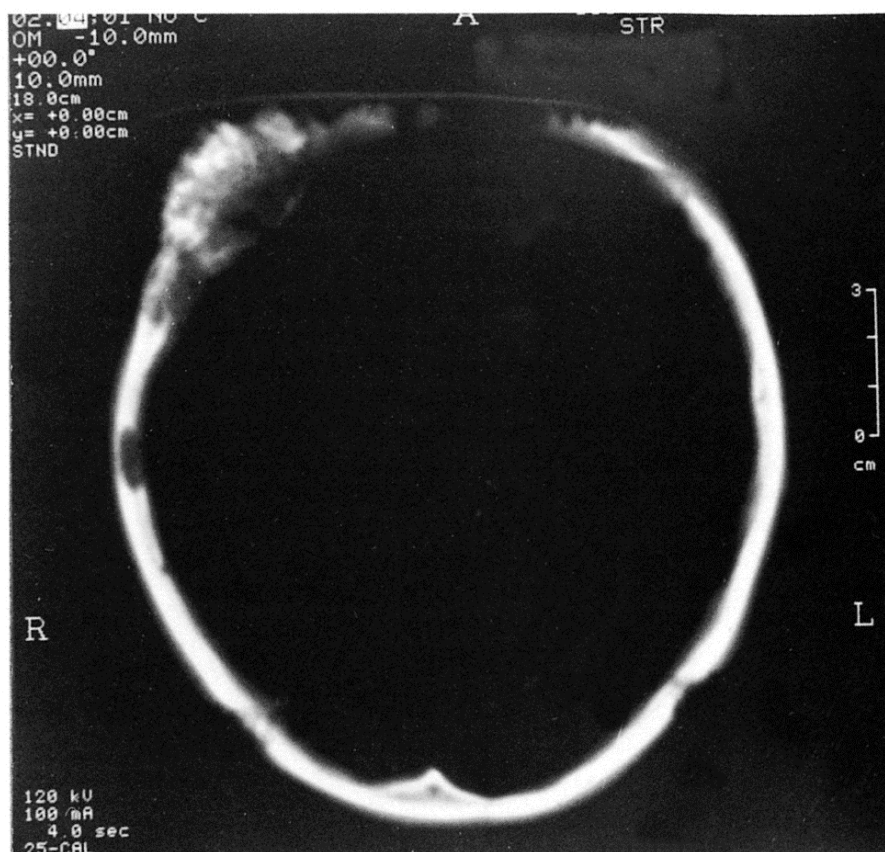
Horizontal CT section shows the cauliflower shape and inhomogeneous shadow of the tumour with lucid areas. The lamina interna has been partly preserved. A lucid area in the diploë of the centre of the right parietal lies close to the inner lamina. Note 3-cm scale bar.
